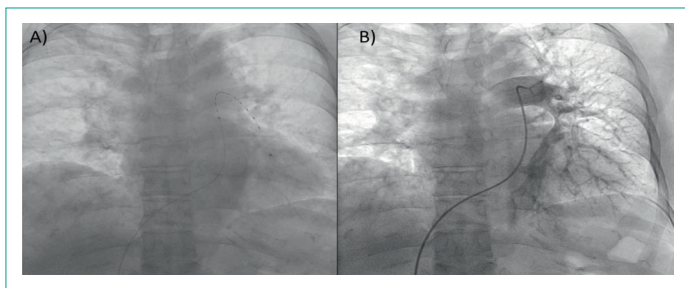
Imagen por Arteriografía pulmonar. A) Por abordaje femoral se dirige catéter hacia arteria pulmonar. B) Angiografía pulmonar revela defecto de llenado en rama izquierda de arteria pulmonar, se coloca dispositivo de trombolisis dirigida por catéter asistida por ultrasonido.
